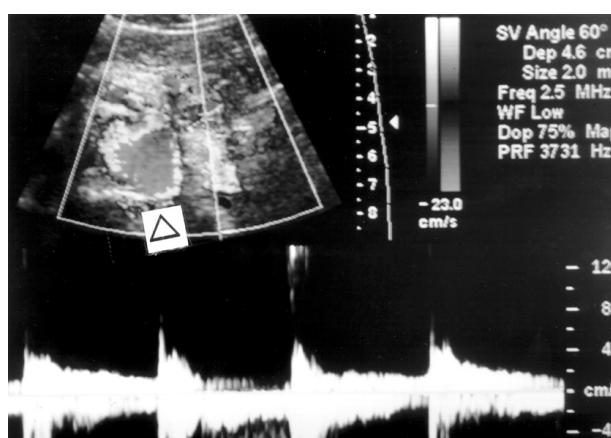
Abdominal ultrasonography shows 2~3 cm sized pseudoaneurysm of splenic artery (▷).
